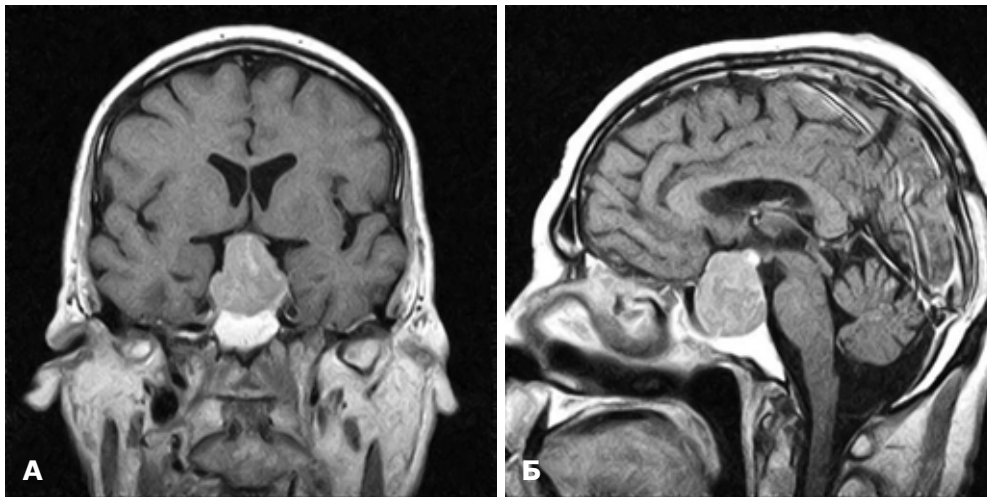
Пацієнт П., 64 роки, ГНАГ із супраселлярним ростом, центральне положення хіазми. МРТ головного мозку: А – фронтальна проекція; Б – сагітальна проекція
